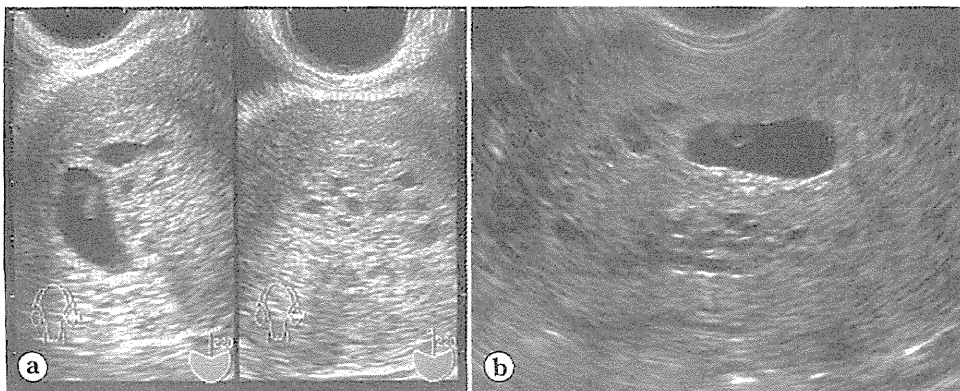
妊娠早期胞状奇胎の経膣超音波断層法所見：部分胞状奇胎
